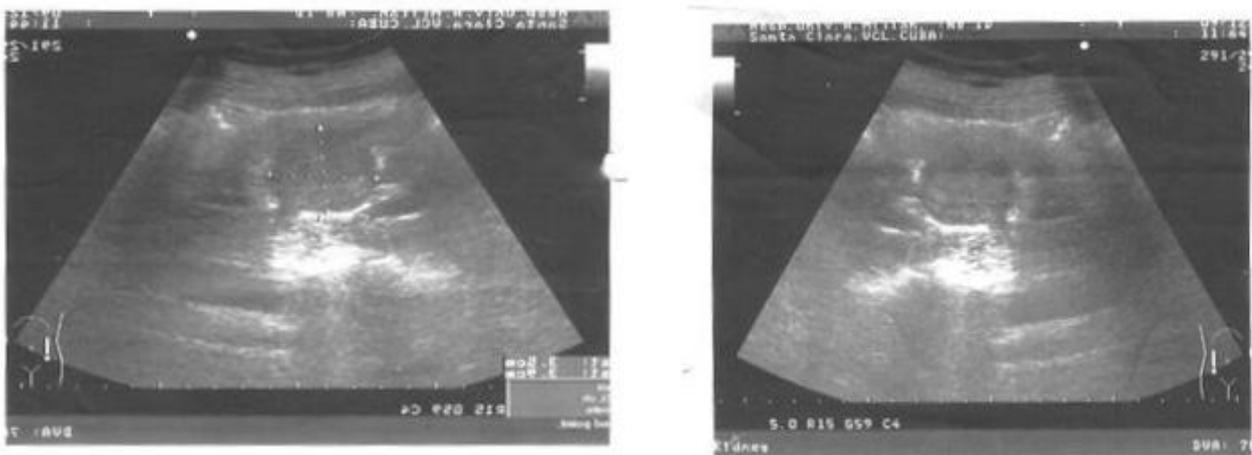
Ultrasonido: imagen nodular hiperecogénica de 3x2cm a nivel de la porción media del riñón derecho
